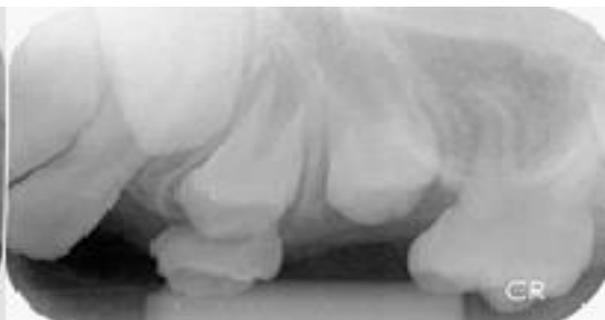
Radiografia periapical mostrando a correção da inclinação do dente 2.6 e primeiro pré-molar com 2/3 de raiz formada
